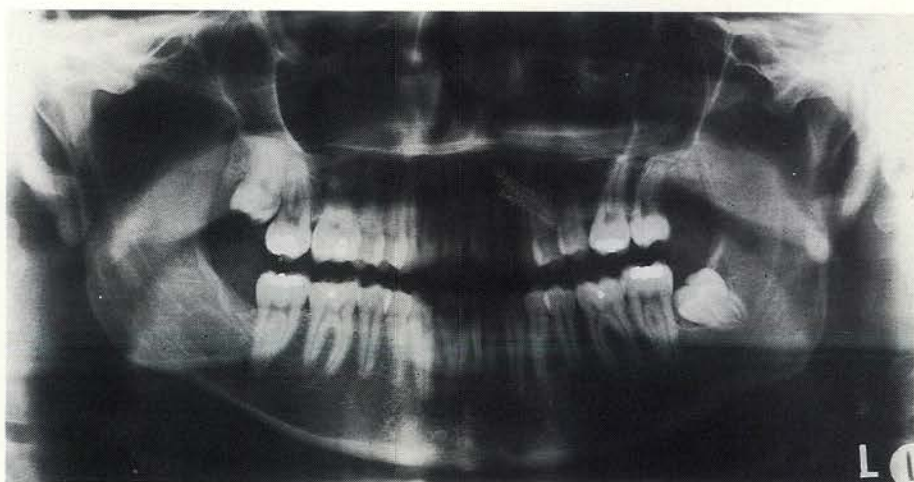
Orthopantomogram van een 11-jarig meisje met alle eerste blijvende molaren in occlusie (a). Orthopantomogram van dezelfde patiënte na vijf jaar. Het element 46 is secundair gereteneerd (b). Klinisch beeld van de secundaire retentie van element 46 (c). Klinisch beeld van element 46 3 jaar na opbouw met composiet (d). (Met toestemming overgenomen uit de J Oral Maxillofac Surg.)
